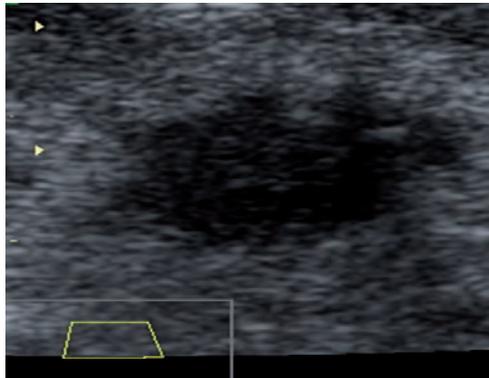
Ultrasonido CSE Derecho.
